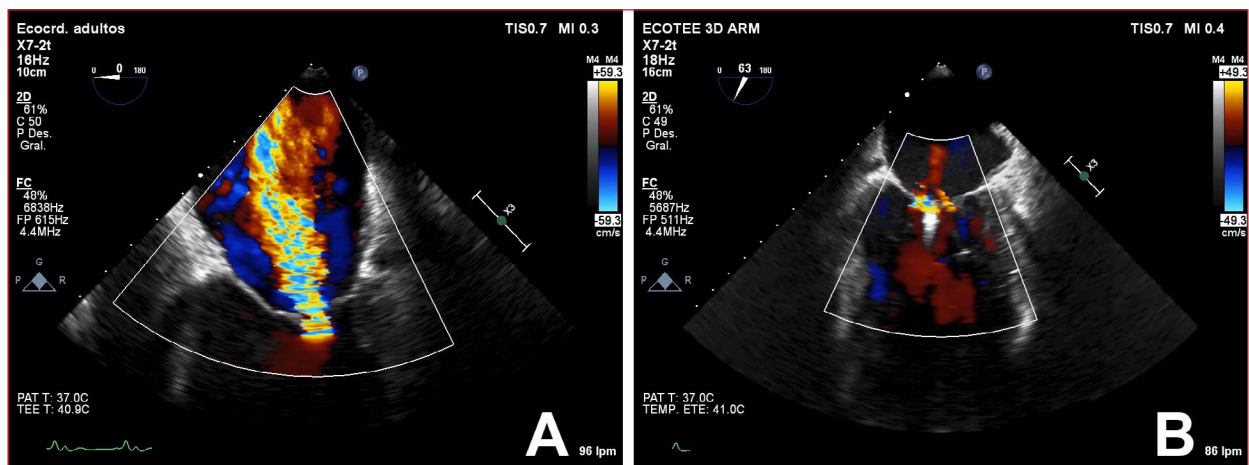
Caso 1. Ecocardiograma transesofágico doppler color antes de la implantación del MitraClip® (A) y después (B).
